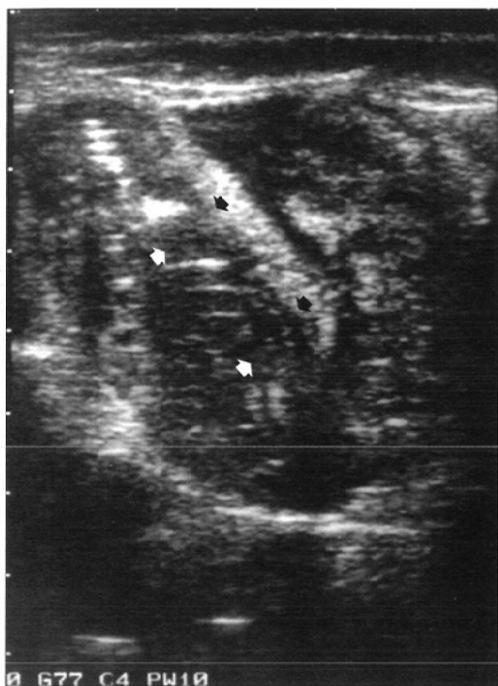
Crohn's disease. This 13-year-old boy presented with right lower abdominal pain. Transverse sonogram of the right lower abdomen shows typical transmurial thickening of the terminal ileum (arrows). Subsequent contrast study of the small bowel showed the typical appearance of Crohn's disease (not shown).
